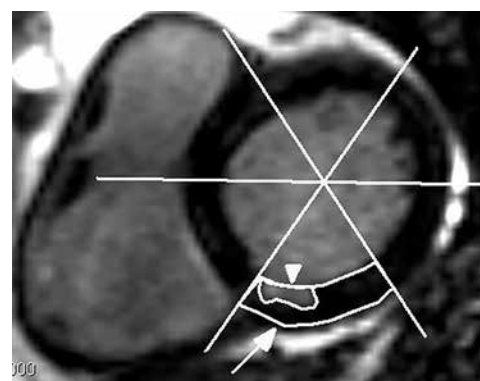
МРТ с ОК. Срез ЛЖ по короткой оси на уровне базальных сегментов. Контур базального сегмента нижней стенки ЛЖ (стрелка), внутри которого выделен участок ОК (головка стрелки).
